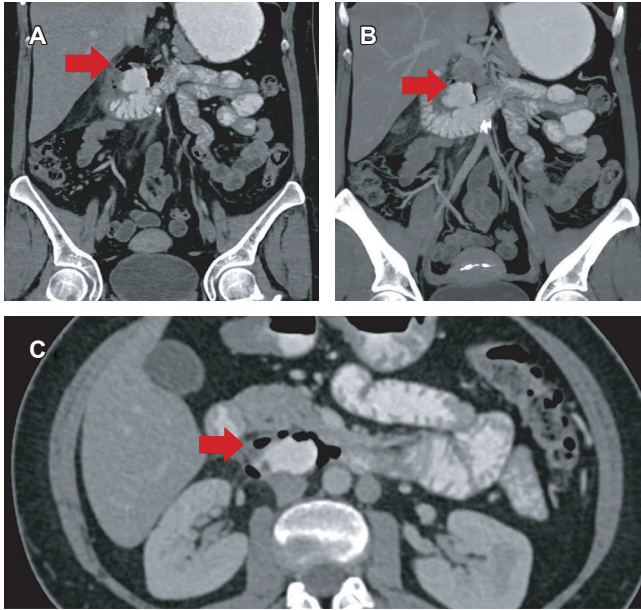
Tomografía abdominal con contraste oral y endovenoso que muestra divertículo en la tercera porción del duodeno desarrollado en dirección retroperitoneal, con datos de perforación por la presencia de burbuja de gas a su alrededor, pero sin salida del medio de contraste (flechas naranjas). A) Tomografía con contraste oral y endovenoso. B) Tomografía con reconstrucción de proyección de máxima intensidad de contraste (MIP). C) Tomografía con contraste oral y endovenoso; corte axial.
